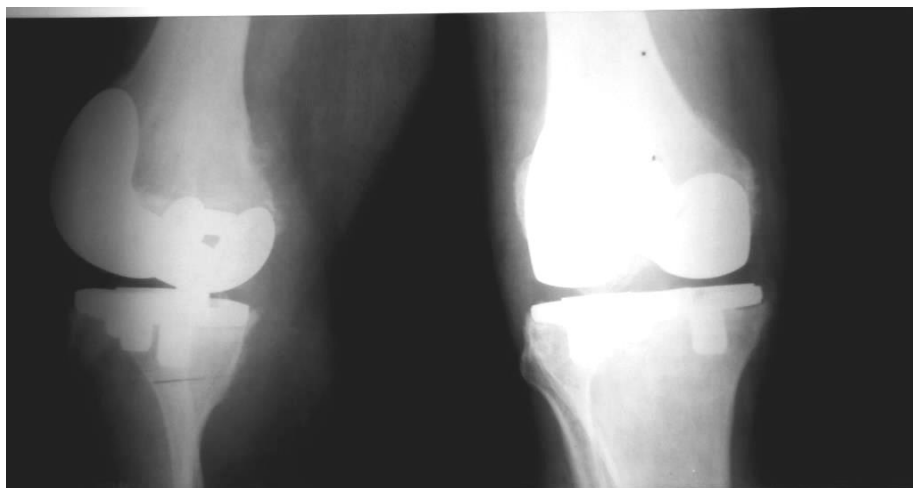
Рентгенограммы пациента О. перед проведением первого этапа.
